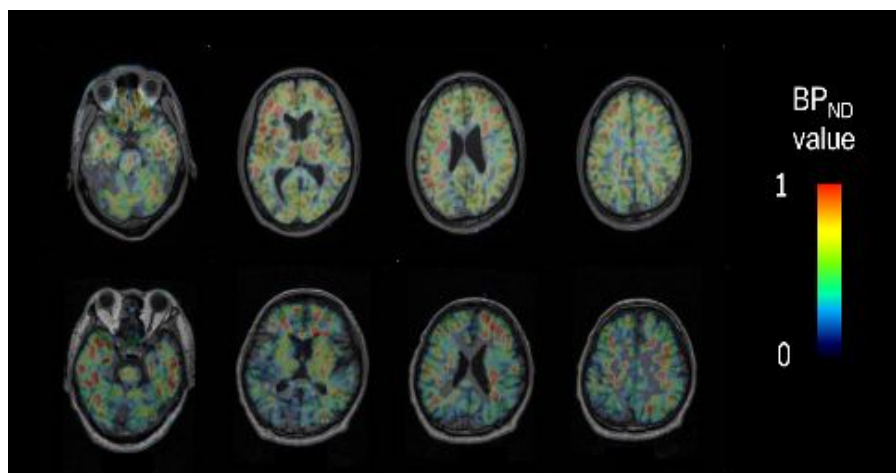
$\alpha 7nAChR$ の特異的トレーサー [11C]Me-QAA による PET 画像 (上段: 健常者、下段: 統合失調症者)
